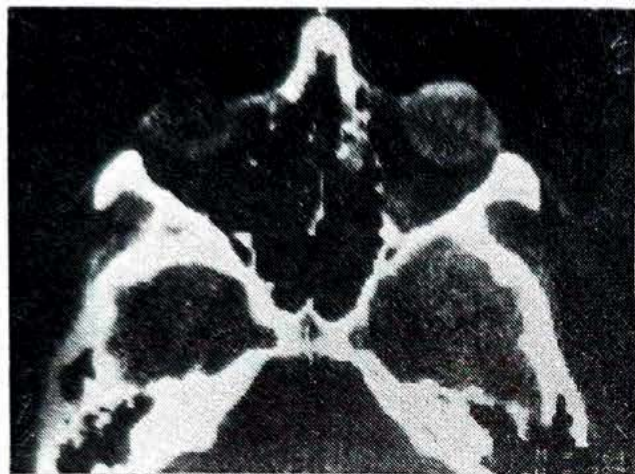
Tomografia computadorizada pré-operatória em tomada órbito-meatal evidenciando orbitocele da parede medial da órbita direita.
